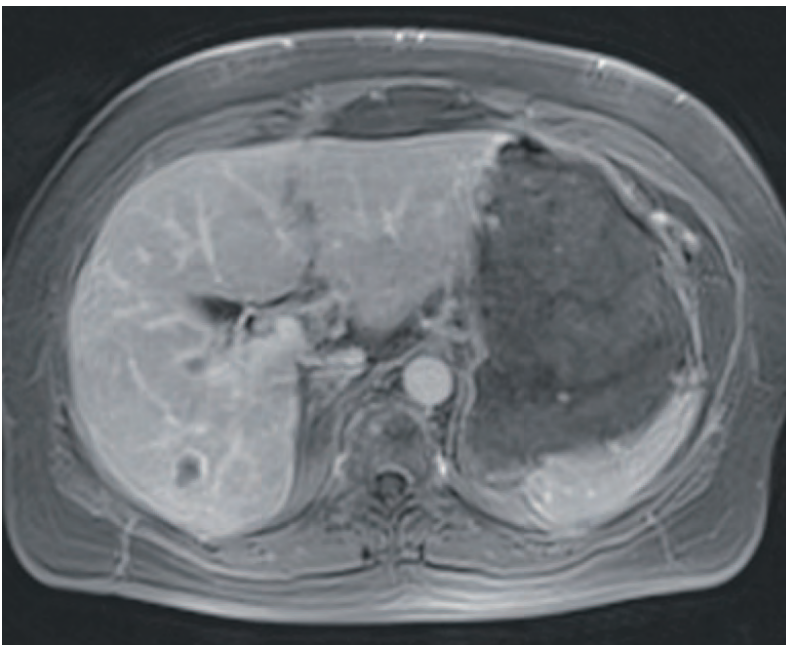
Langzeitverlauf MRT 12.02.2013.
